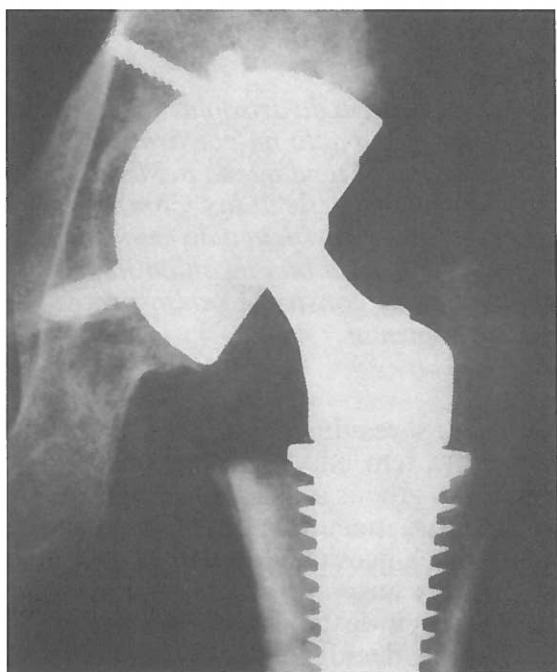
Radiografia de uma artroplastia não cimentada (por cortesia do Sr. Armando Campos).
